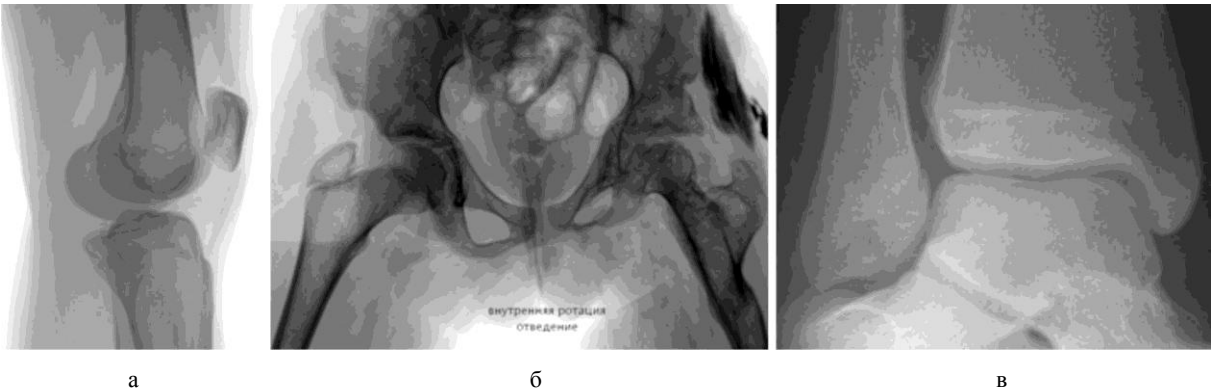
Рентгенограммы крупных суставов: а – коленного в боковой проекции (деформирующий артроз), б – тазобедренных в прямой проекции (после устранения врожденного вывиха бедренной кости слева), в – голеностопного в прямой проекции (разрыв дистального межберцового синдесмоза)
